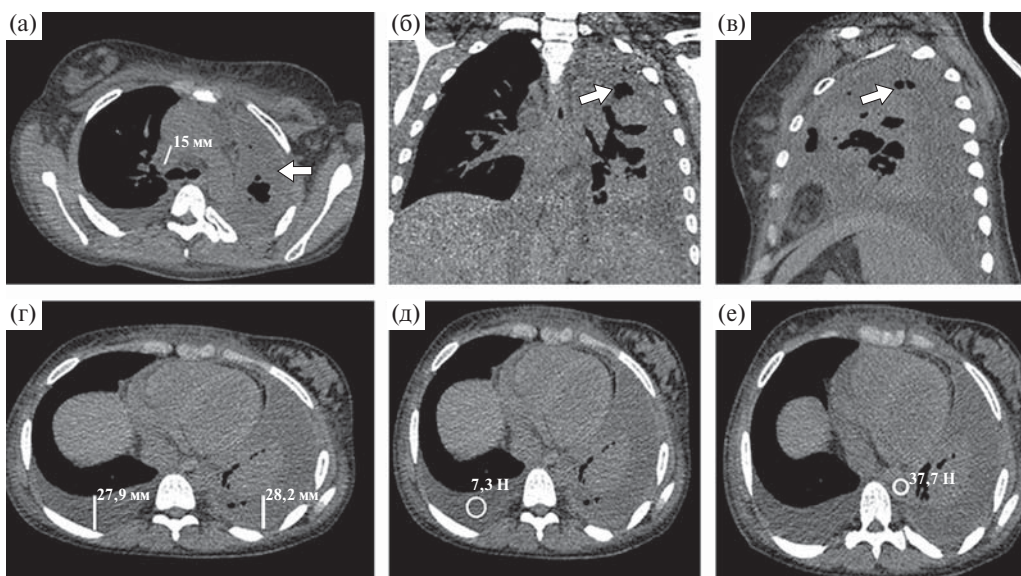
Больная 15 лет. а–в – участки деструкции в верхушечном сегменте верхней доли (стрелка); г – переднезадний размер выпота с обеих сторон; д – плотность выпота; е – плотность крови в аорте. Трансверсальный срез (а) и мультипланарные реконструкции КТ в прямой (б) и левой боковой (в) проекциях органов грудной клетки. Средостенное электронное окно. г–е – трансверсальные срезы.
